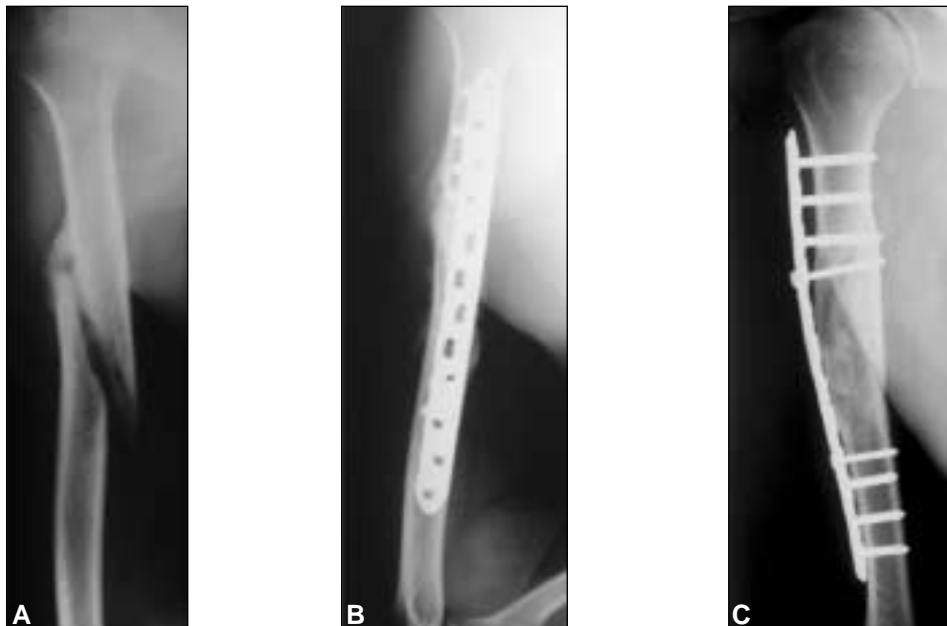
A. Retardo de consolidación diafisario, tratamiento inicial ortopédico, parálisis radial. B y C. Radiografías a los ocho meses de la operación, placa puente bloqueada e injerto óseo autólogo. Seudoartrosis consolidada.
